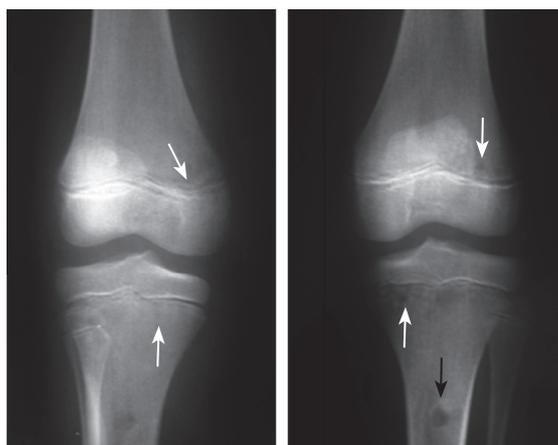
RADIOGRAFÍA COMPARATIVA DE RODILLAS, PROYECCIÓN ANTERO-POSTERIOR. Se observan lesiones líticas, simétricas en la región metafisiaria y metadiafiaria proximal de ambas tibias y en la región metafisiaria de ambos fémures (Flechas blancas). En la tibia izquierda la lesión tiene anillo esclerótico (Flecha negra), nótese que no hay lesión del cartílago de crecimiento.
